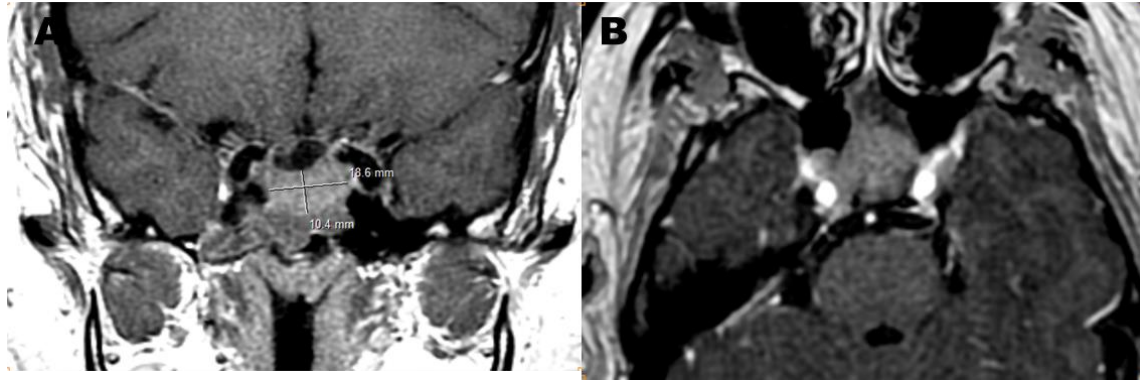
Images IRM injectées : coronale T1 (A) et axiale T2 (B) : montrant un macro-adénome hypophysaire envahissant le sinus caverneux et engainant l'artère carotide interne droite. Il envahit également le plancher sellaire et la grande aile du sphénoïde droit (Service de Radiologie CHU Hassan II Fès)
